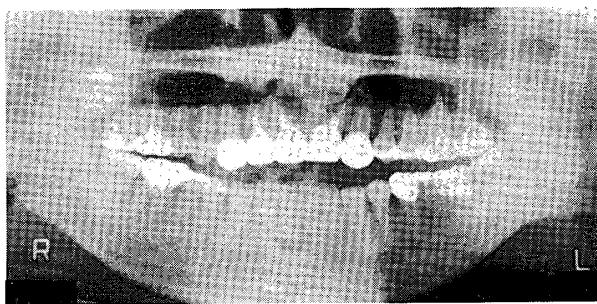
Case 3: Preoperative panoramic radiograph, showing an open bite
